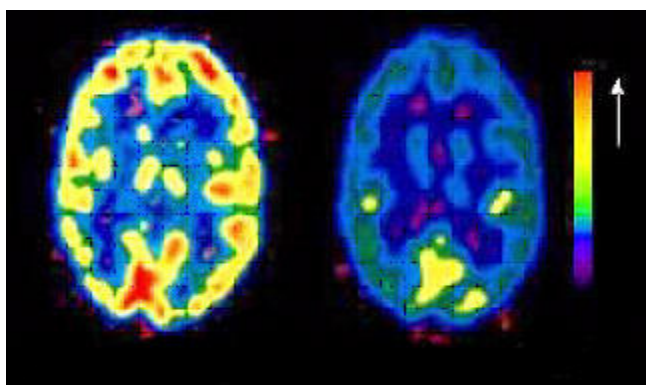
Imagens cerebrais utilizando o FDG obtidas com o PET (Fonte: MESQUITA, 2004).
